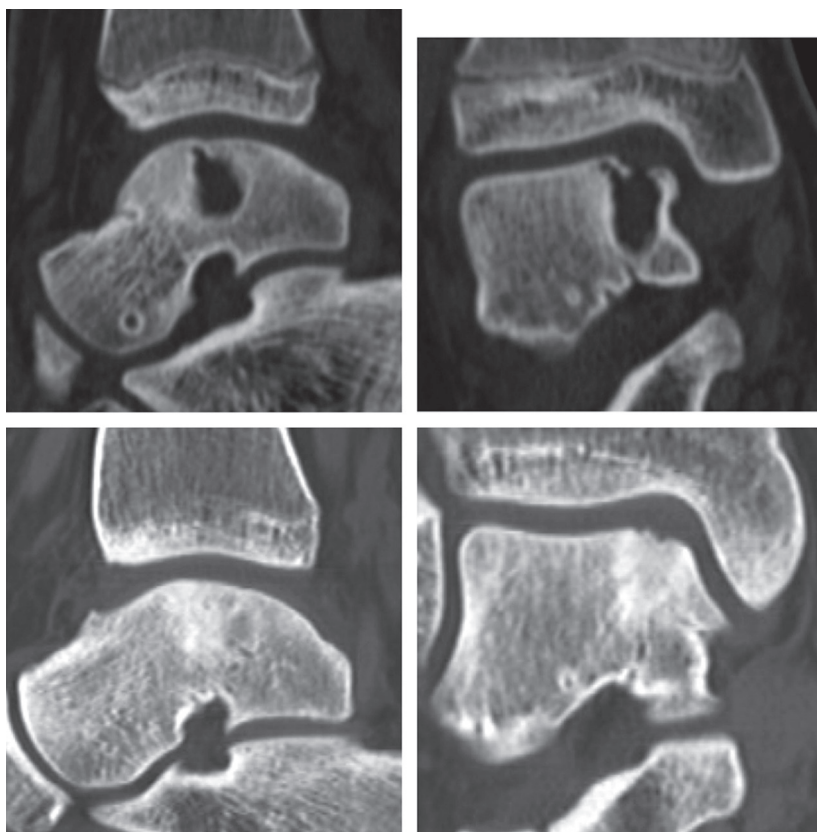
Images au CT-scanner en pré- et postopératoire à 5 ans d'évolution d'une ostéochondrite disséquante chez un patient n'ayant pas encore acquis l'âge osseux adulte.
